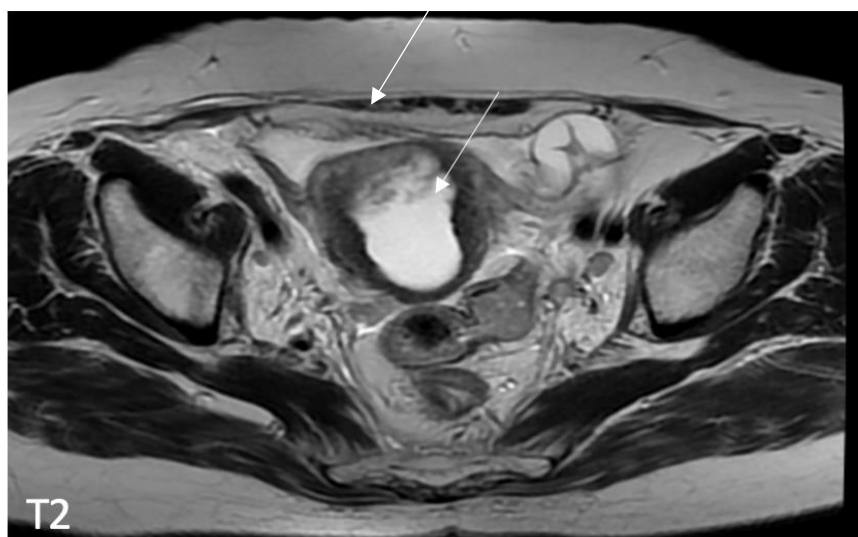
IRM pelvienne montrant une tumeur endométriale envahissant le myomètre arrivant à la séreuse.
